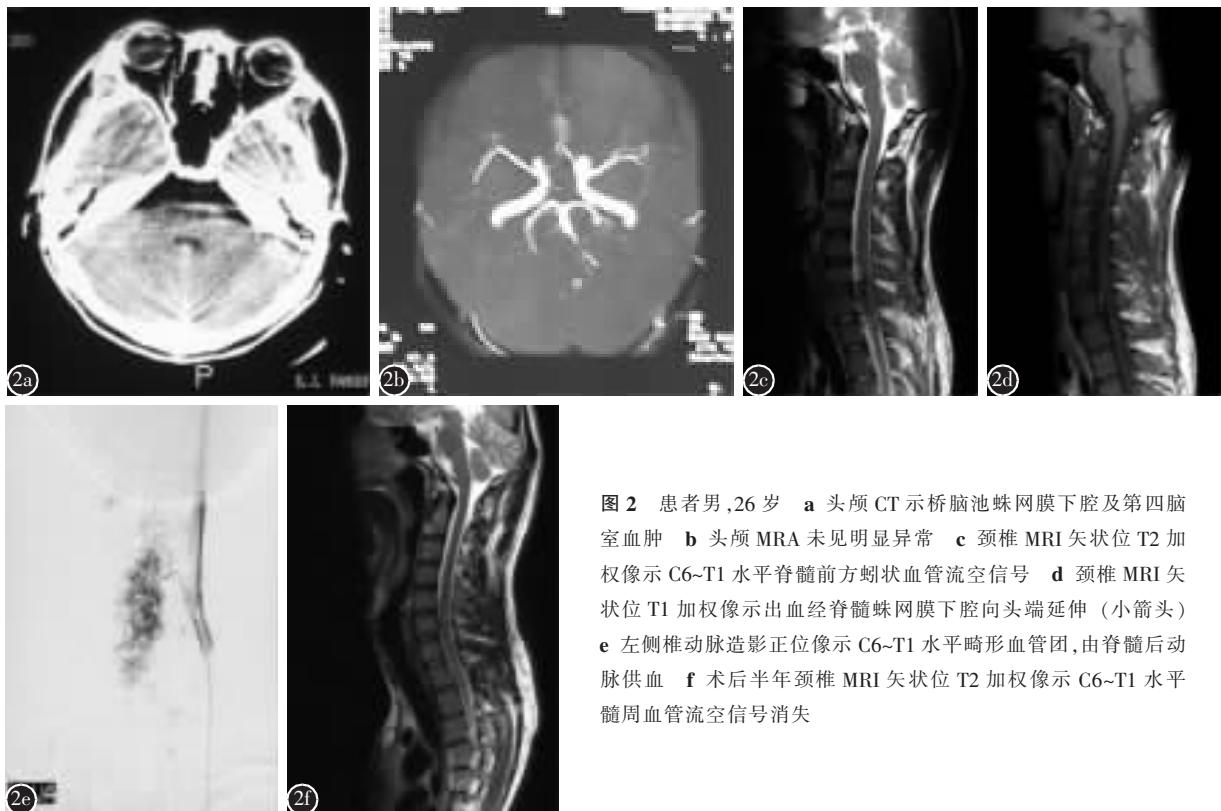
患者男,26岁 a 头颅 CT 示桥脑池蛛网膜下腔及第四脑室血肿 b 头颅 MRA 未见明显异常 c 颈椎 MRI 矢状位 T2 加权像示 C6~T1 水平脊髓前方蝶状血管流空信号 d 颈椎 MRI 矢状位 T1 加权像示出血经脊髓蛛网膜下腔向头端延伸(小箭头) e 左侧椎动脉造影正位像示 C6~T1 水平畸形血管团,由脊髓后动脉供血 f 术后半年颈椎 MRI 矢状位 T2 加权像示 C6~T1 水平髓周血管流空信号消失
